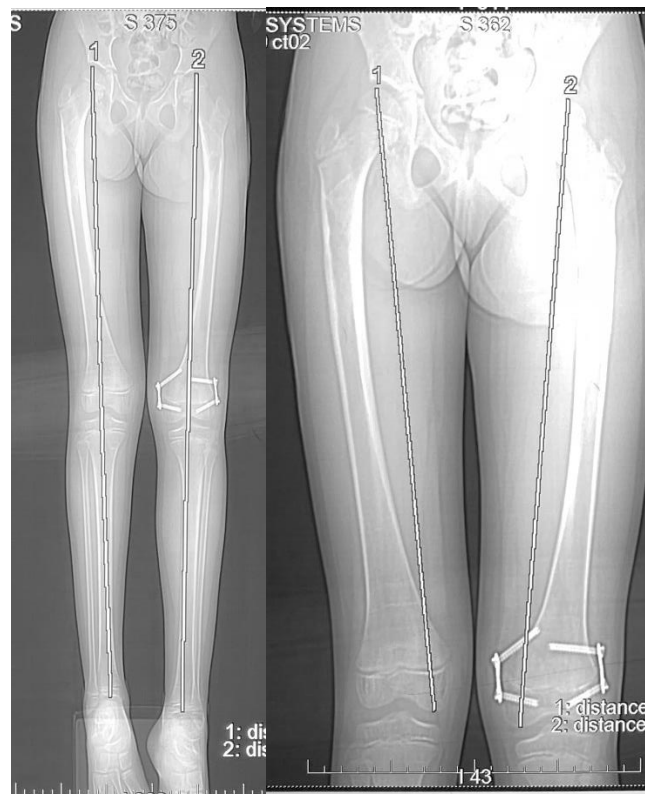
Пациентка Т. КТ-скиаграмма длины нижних конечностей
